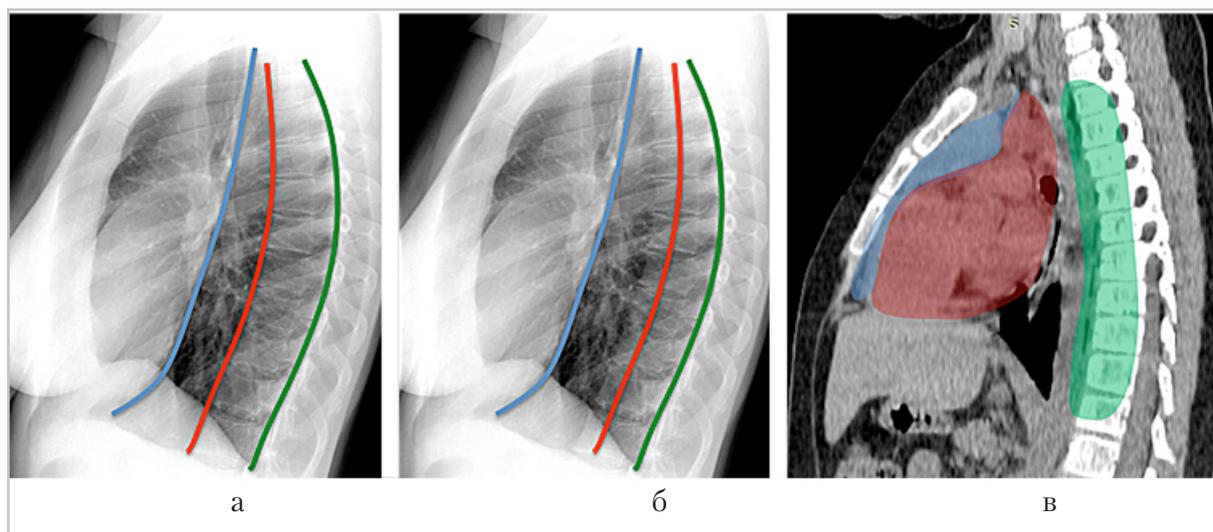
Анатомия средостения: а — классификация по Фрейзеру и Паре; б — классификация по Фелсону; в — классификация отделов средостения на основании данных КТ
